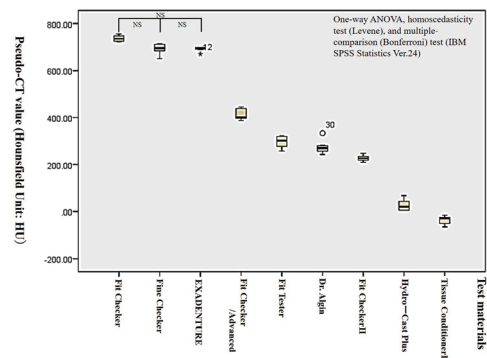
Comparison of pseudo-CT values in single slices of various materials
